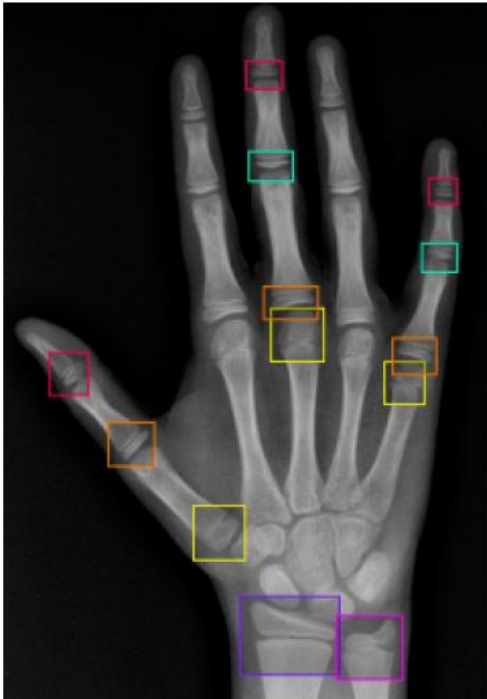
TW ROIs annotating in the x-ray image for training using YOLOv8 for image segmentation.
